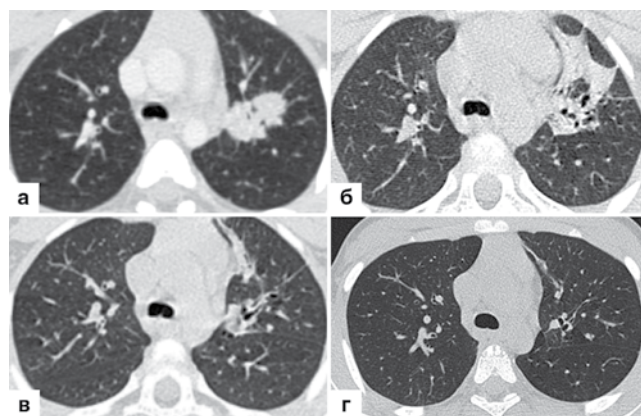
а, б, в, г. КТ ОГК пациента У., 6 лет:
